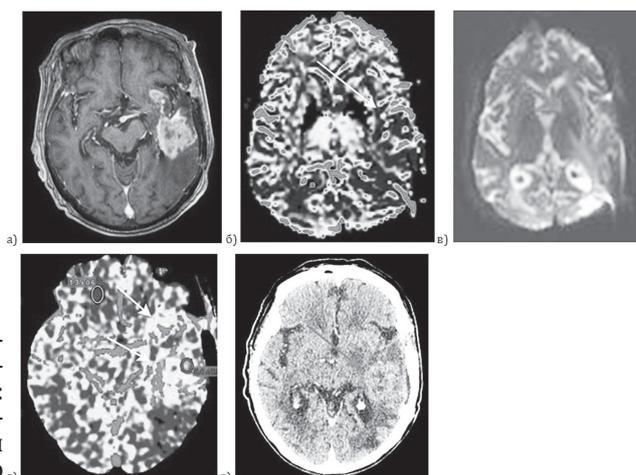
МРТ-изображения пациента Л. с рецидивом глиобластомы в левой височной области на уровне проведенного оперативного и лучевого лечения; на томограммах, взвешенных по T1 с КУ, определяется неоднородное интенсивное накопление контрастного вещества в структуре объемного образования (а), при выполнении T2\*-перфузии на полученных картах CBV-данных за повышение показателей кровотока в области накопления контрастного вещества не получено (б). При детальной оценке исследования на томограммах, полученных при выполнении T2\*-перфузии, определяются выраженные артефакты от металлических включений в области интереса, что значительно повлияло на качество перфузионных карт, в частности, CBV (в). При выполнении КТ перфузии у данной пациентки, через 2 дня после МРТ перфузии, на картах CBV определяется повышение объема кровотока в 6 раз относительно неизменного белого вещества (г) на уровне участков патологического накопления контрастного вещества (д)
